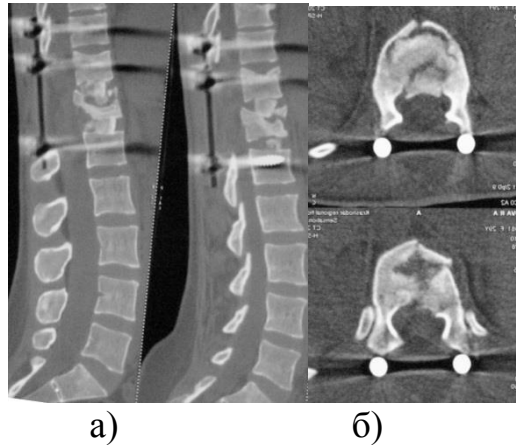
КТ-граммы больной Ш. после второго этапа оперативного лечения. а) сагиттальная проекция; б) аксиальная проекция.
